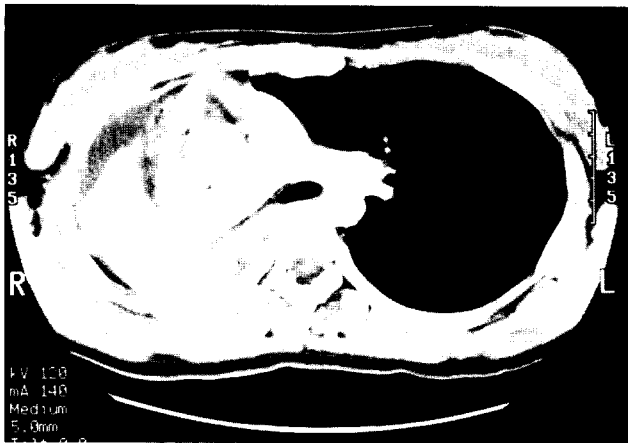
Chest CT showing complete obstruction of the right main bronchus (case 4).
